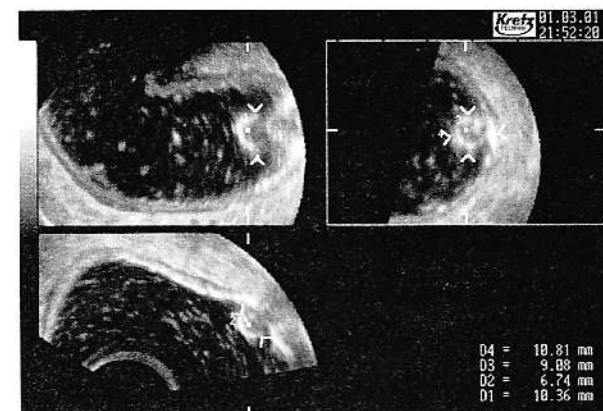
Posibilitatea de măsurare în trei incidente oferită de explorarea ecografică 3D – aspect de polip colonic.
